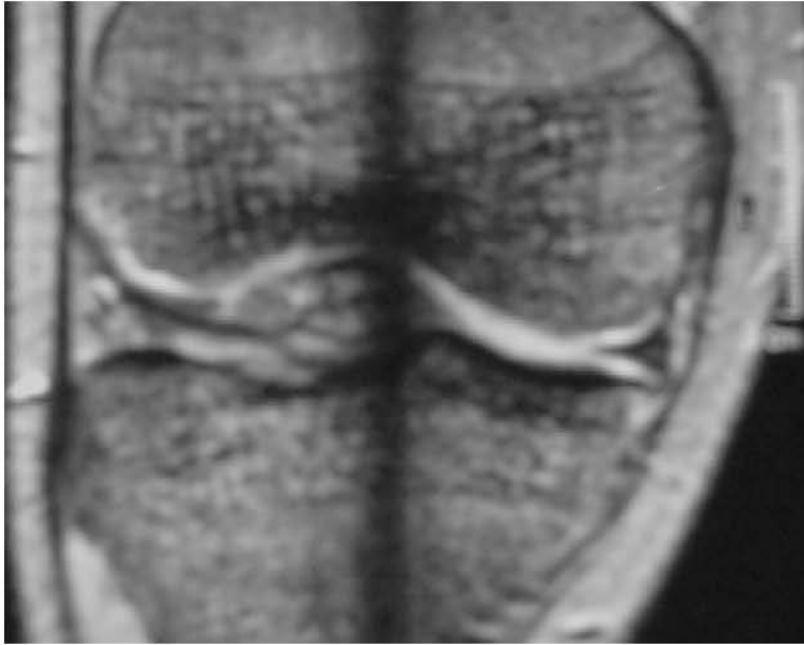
RM radial T2, demostrando desgarro de espesor parcial a nivel del menisco lateral.
